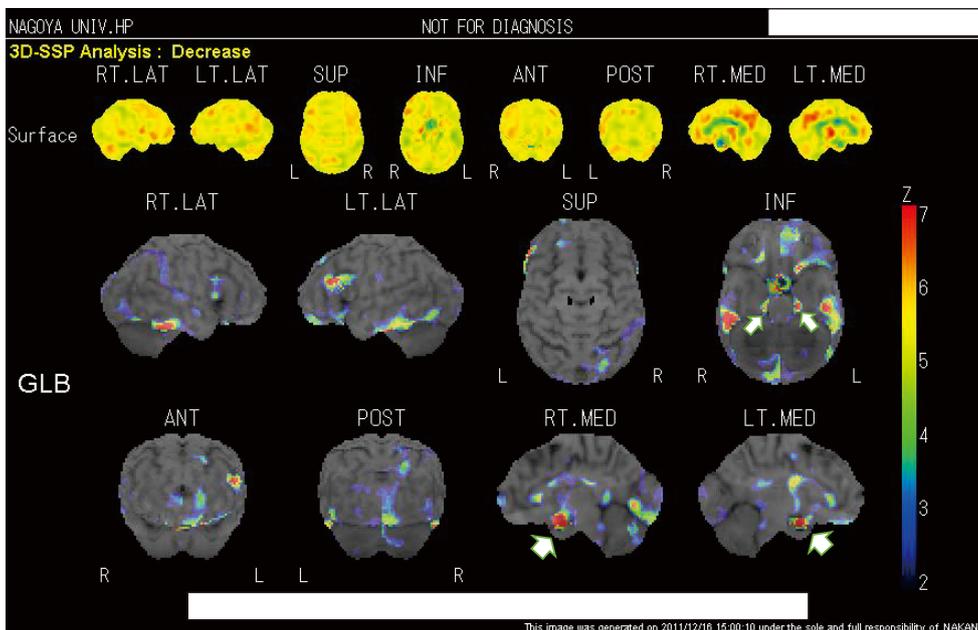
Single-photon emission computed tomography (from Ukai et al., 2017a)
